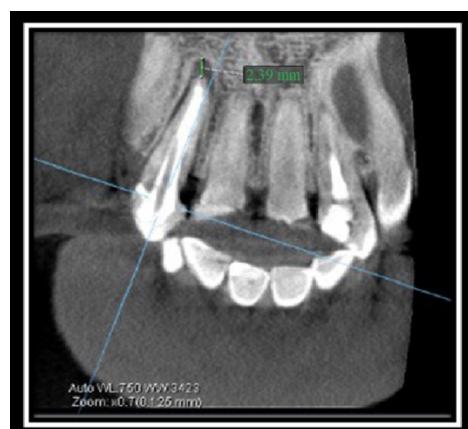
Зуб 1.2 на рентгенограмме после рентгена
